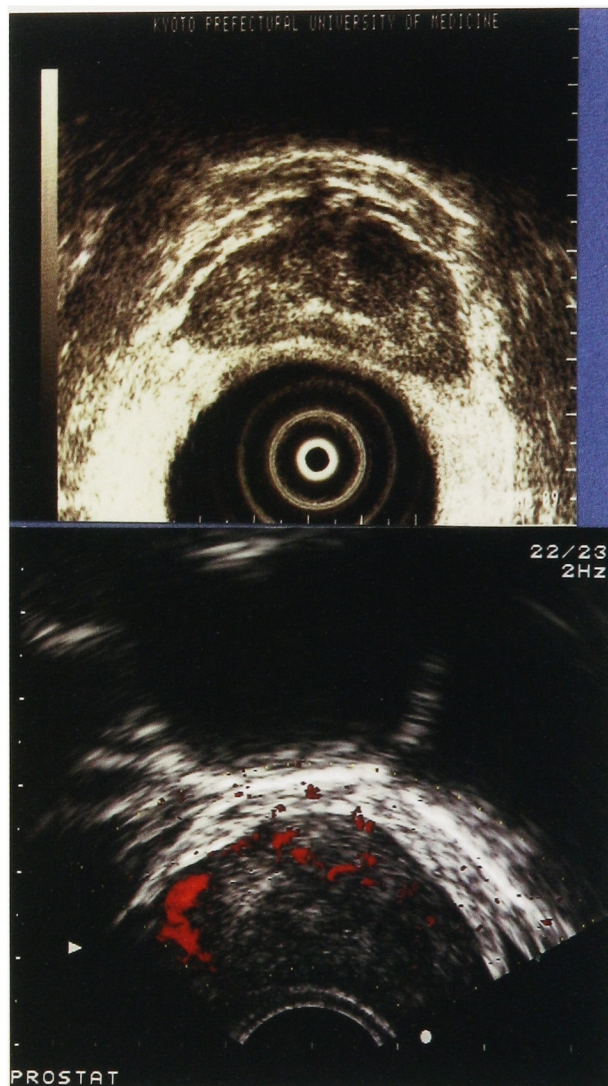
Power Doppler imaging revealed a hypervascular lesion in the right lobe (lower), although no remarkable hypoechoic lesion was depicted on TRS (upper).
